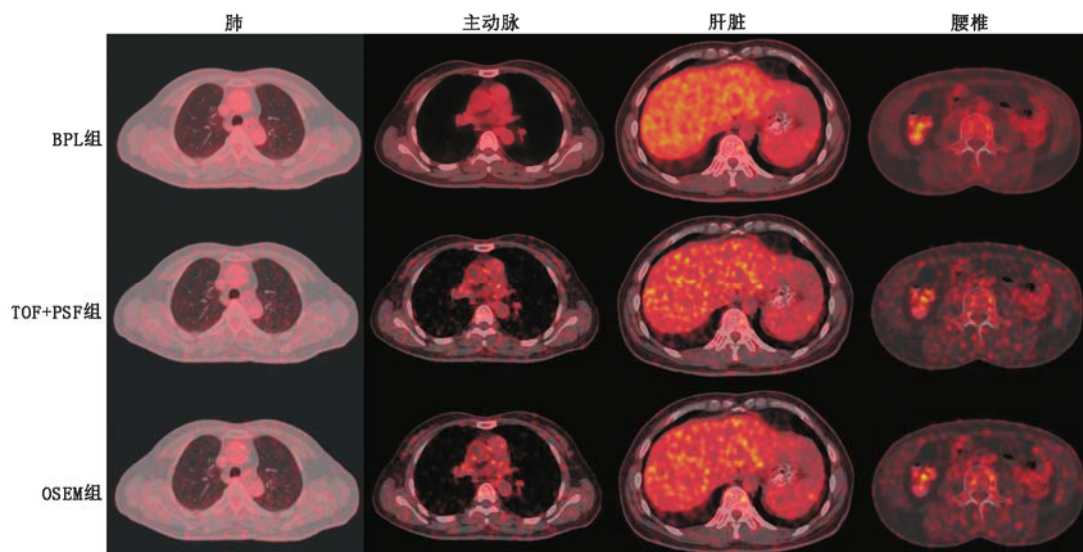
结肠癌术后复查患者 (女, 48 岁) 正常本底组织不同重建技术重建的 PET 图像。贝叶斯正则化似然 (BPL) 重建技术、飞行时间 (TOF) + 点扩散函数 (PSF) 及有序子集最大期望值迭代法 (OSEM) 重建的 PET 图像噪声明显增加, 3 组重建技术的肺标准摄取值 (SUV) 标准差 (SUV_{SD}) 分别为 0.10、0.15 及 0.15, 主动脉根部 SUV_{SD} 分别为 0.16、0.59 及 0.54, 肝脏 SUV_{SD} 分别为 0.27、0.81 及 0.82, 腰椎 SUV_{SD} 分别为 0.40、0.62 及 0.58; 图像信噪比 (SNR) 明显降低, 肺 SNR 分别为 5.50、3.73 及 3.80, 主动脉根部 SNR 分别为 10.19、2.71 及 2.96, 肝脏 SNR 分别为 9.41、3.09 及 3.06, 腰椎 SNR 分别为 4.00、2.61 及 2.76
